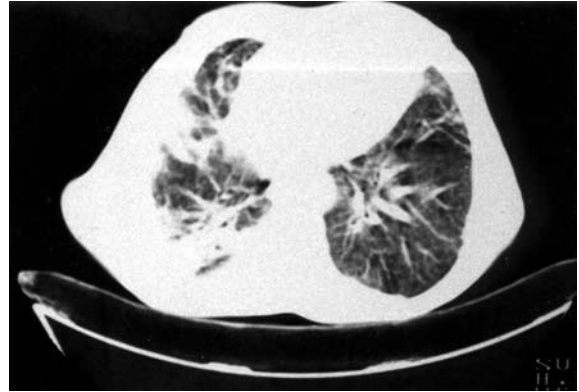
İkinci olgumuzda toraks-BT'de sol üst lob anterior segmentte aktif infektif süreç.
